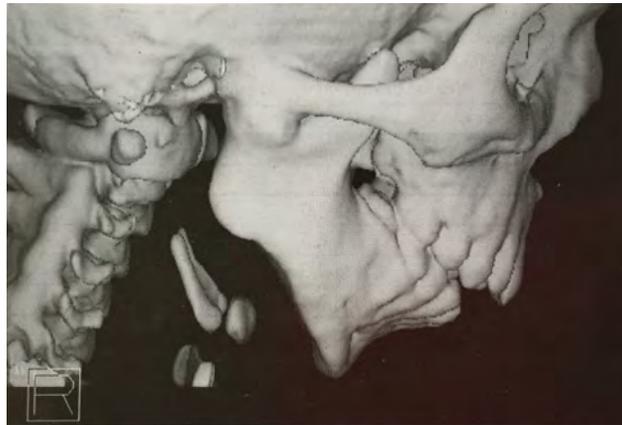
Tomografía computarizada de una anquilosis ósea de la ATM.
